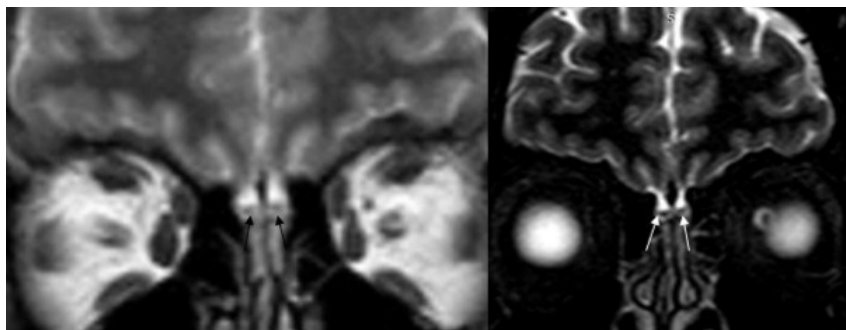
Нативные T2-взвешенные изображения во фронтальной плоскости МРТ 27-летнего мужчины с изолированной внезапно начавшейся аносмией и положительным ПЦР-исследованием на SARS-CoV-2 в острой фазе заболевания демонстрируют нормальный уровень интенсивности сигнала от обонятельных лукович без признаков заложенности носа (стрелки) [32].
